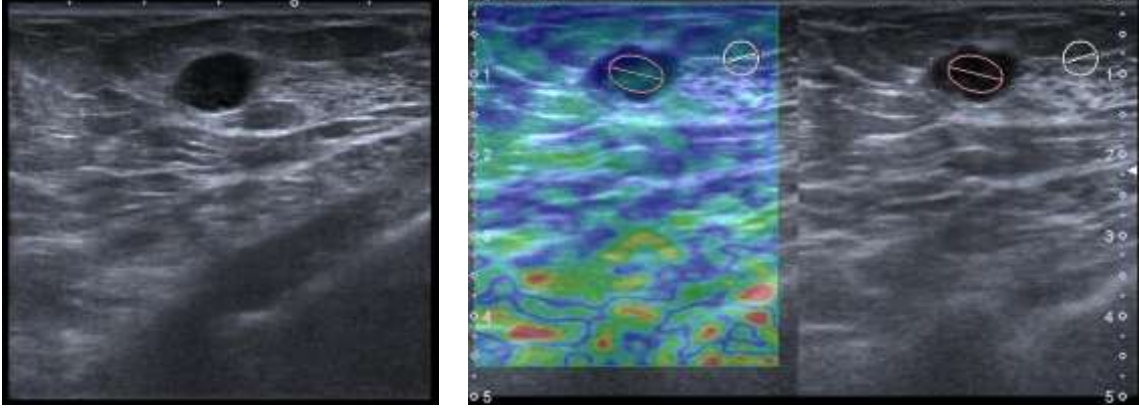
68 yaşında kadın hasta. (a) BI-RADS kategori 5 lezyon. (b) US elastografide Tsukuba skoru 5, strain ratio değeri 6,82. Histopatolojik tanı: İnvaziv duktal karsinom
